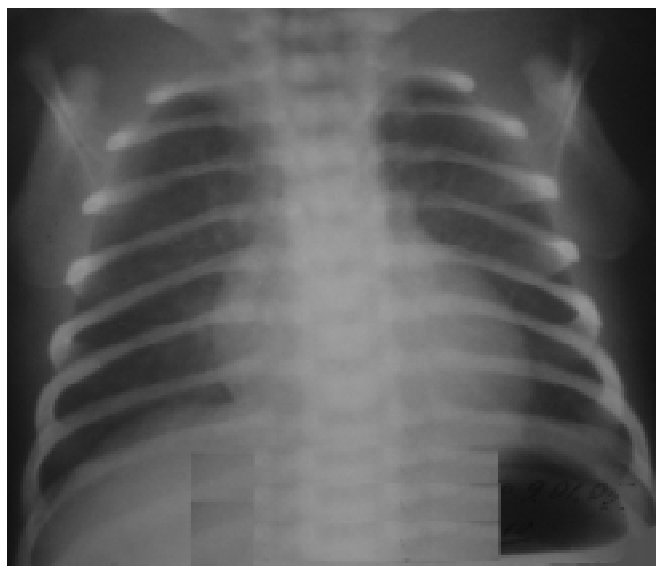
Рентгенограма хв. А., 10-та доба. У динаміці осередкові тіні не визначаються, дифузне посилення легеневого рисунка
